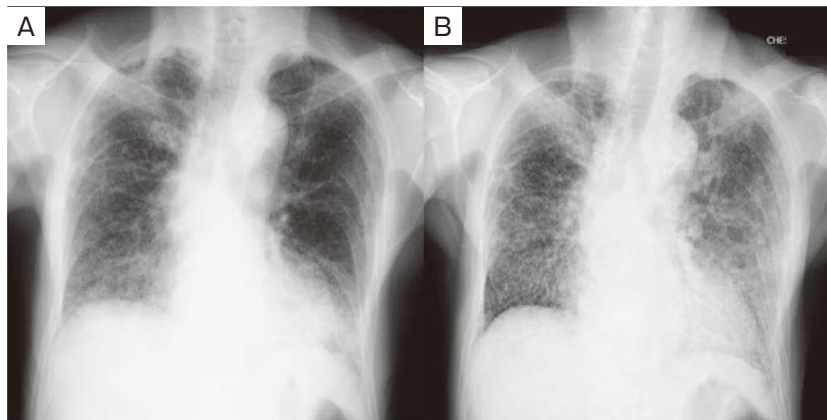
Chest roentgenogram. Grand glass opacification was identified mainly in both lower lobes on admission (A). Four years and five months later, grand glass opacification had extended over a large area of both lungs (B).
